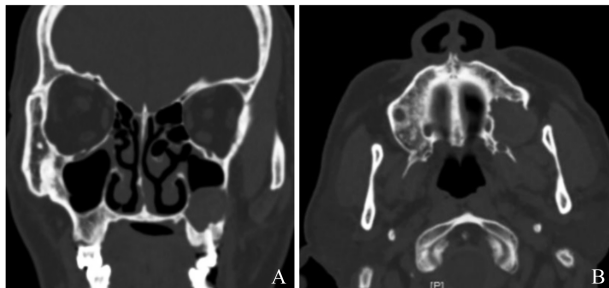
囊肿靠近泪前隐窝者 CT 示:鼻窦冠状位(A)与鼻窦水平位(B)
